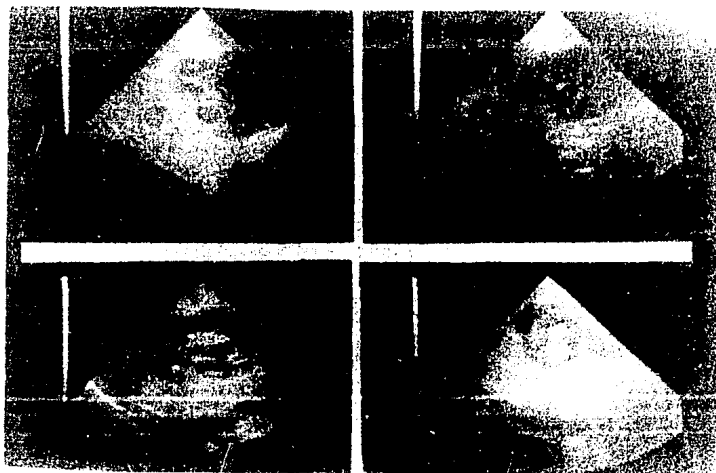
ULTRASONIDO RENAL EN DONDE SE OBSERVA
